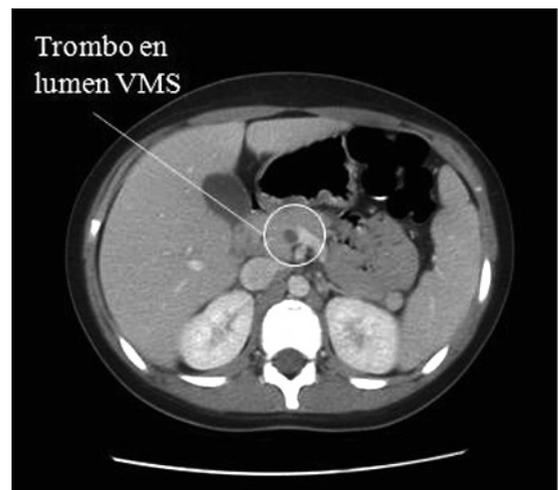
TAC de abdomen y pelvis que muestra el trombo ocupando el lumen de la vena mesentérica superior (VMS).
